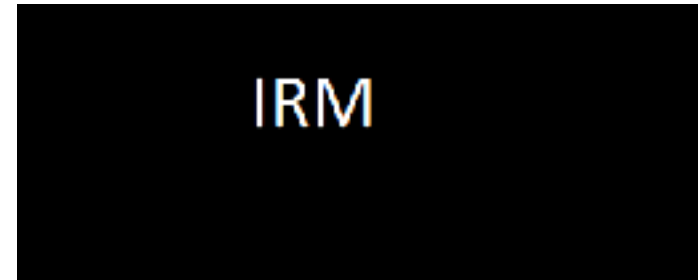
Imagerie: scanner ou IRM?
